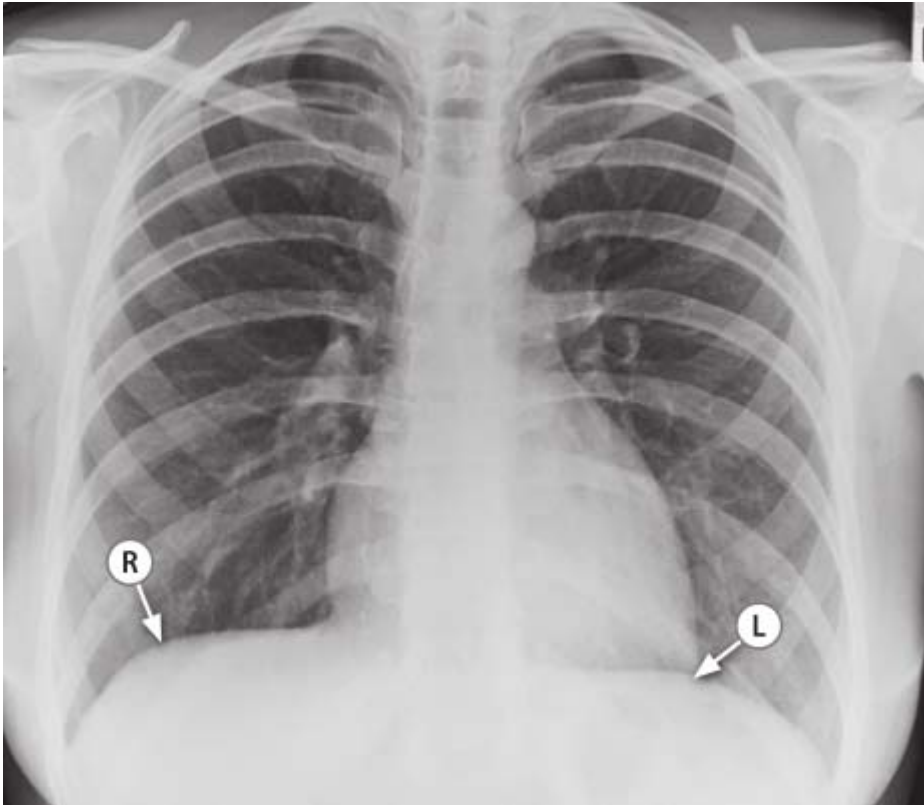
Radiografía posteroanterior de tórax mostrando la posición normal de los hemidiafragmas. R Hemidiafragma derecho. L Hemidiafragma izquierdo.
